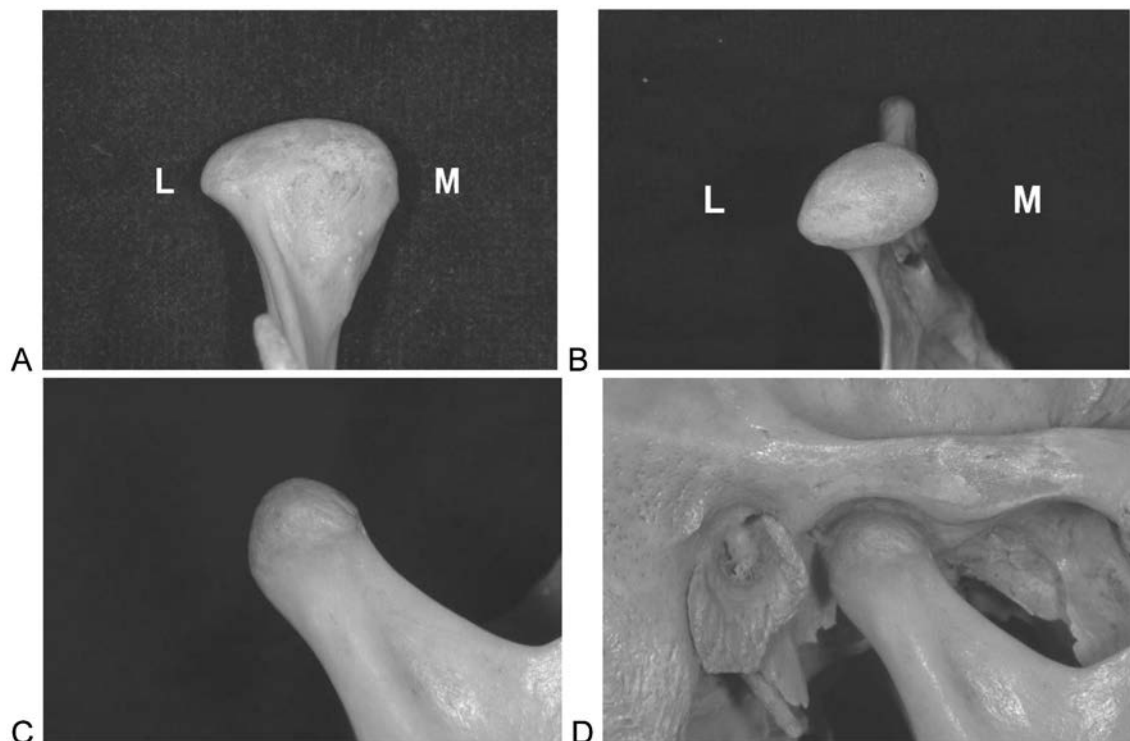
Vista antero-posterior del cóndilo mandibular en la que se observa el polo medial (M) más prominente que el lateral (L) (A), en la vista superior se observa su superficie articular (B), mientras que en una vista lateral (C), se observa la imagen que comúnmente conocemos a través de las radiografías panorámicas y su relación con el cráneo (D).
